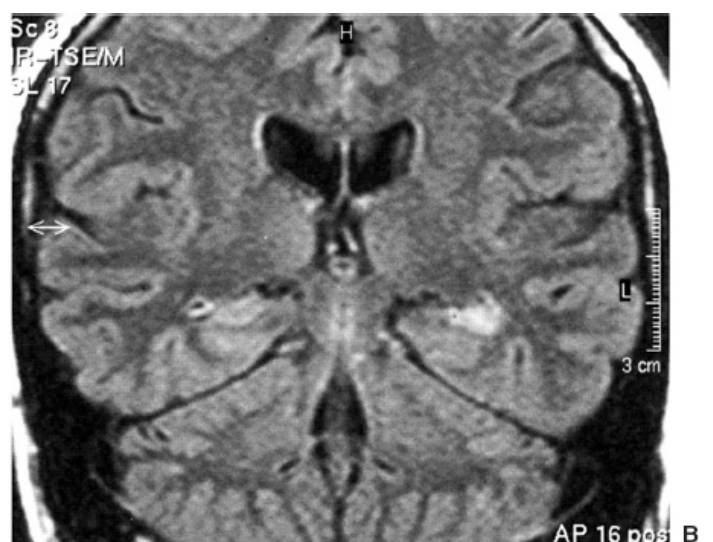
Epilepsia de lobo temporal. Ressonância magnética de cortes coronais exibindo atrofia do hipocampo esquerdo (A) e hipersinal (B), o que configura esclerose hipocampal.
